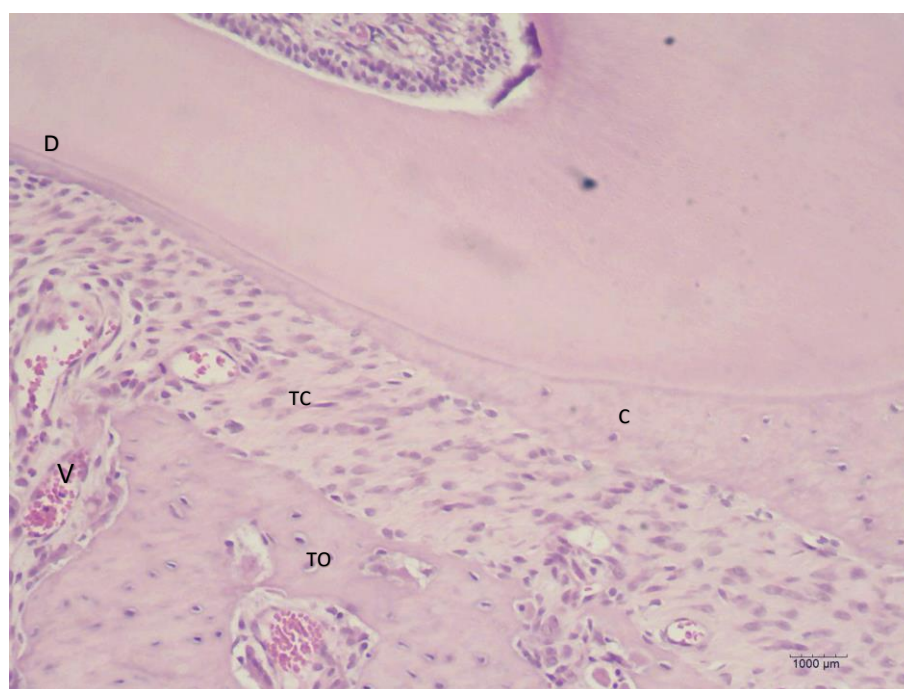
Lado de pressão do grupo 1 aos 5 dias. (A) dentina, (TC) tecido conjuntivo com fibras colágenas densas e fibroblastos ovóides, (C) cimento, (TO) tecido ósseo, (V) vasos sanguíneos. (Hematoxilina & Eosina, x10).
